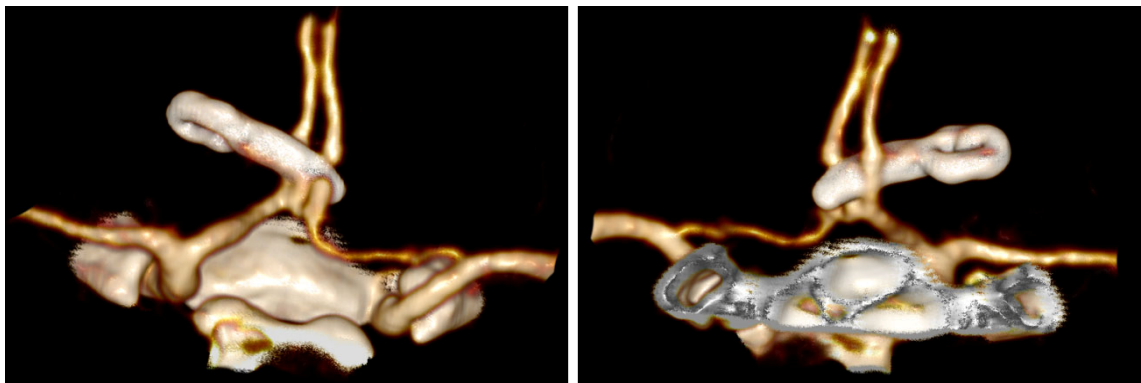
Пациент Т., 41 год. Контрольная СКТ-АГ сосудов головного мозга от 23.06.2022 с верификацией полного выключения аневризмы из кровотока
